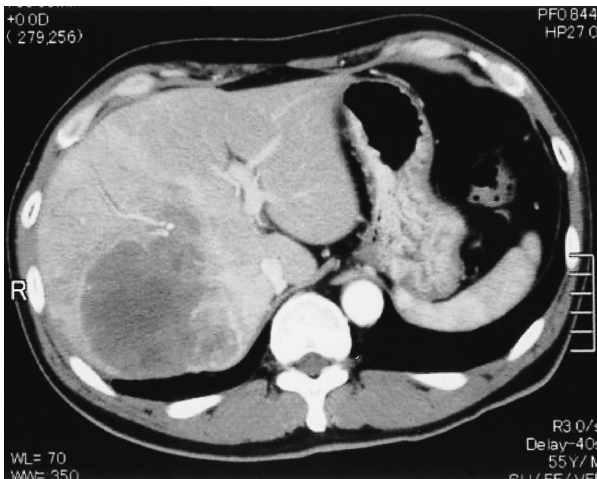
腹部造影 CT にて、内部が造影されない腫瘍が肝右葉に認められ、腫瘍近傍の肝内胆管は軽度拡張している。
